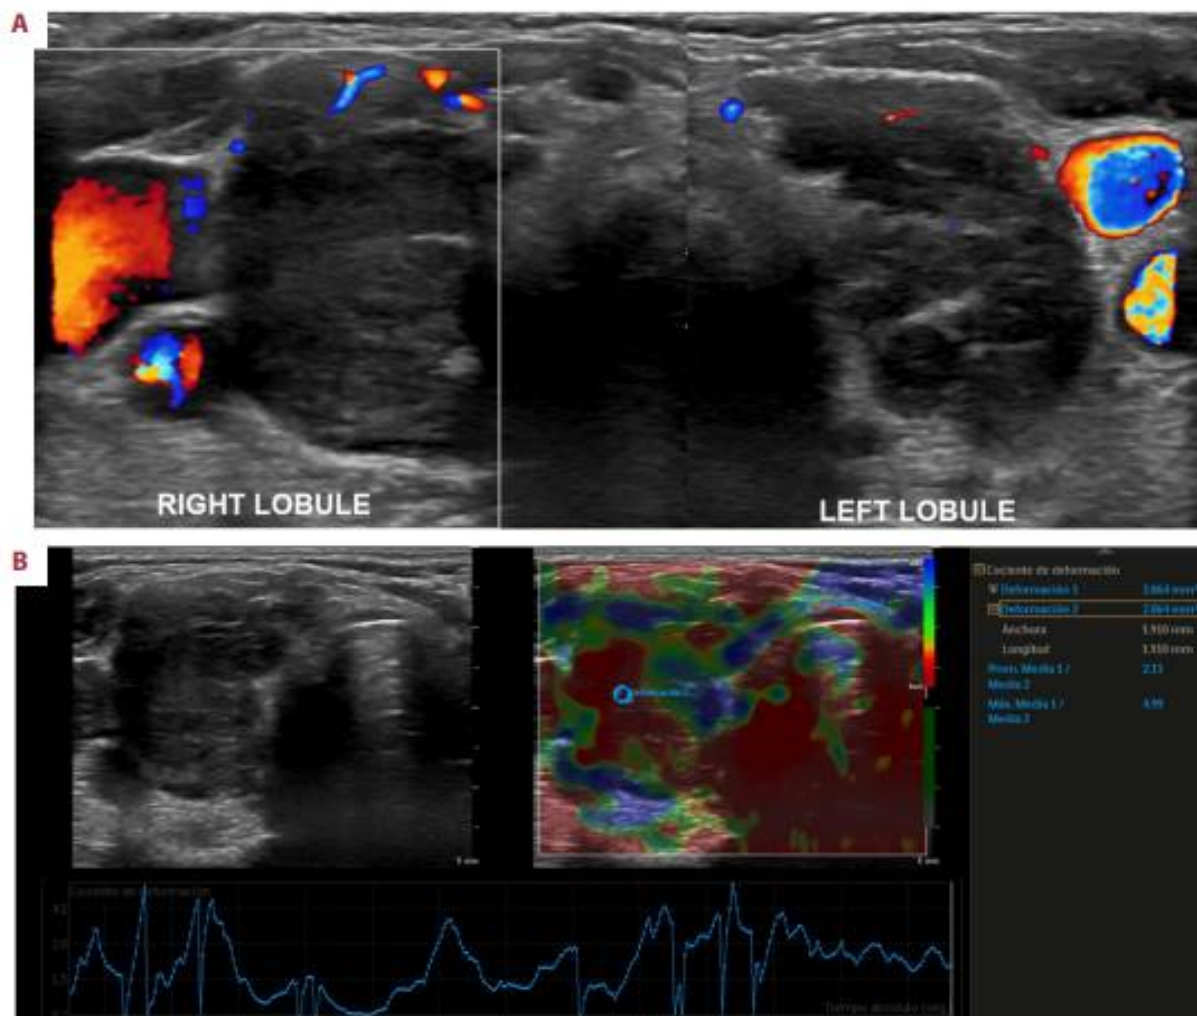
Échographie doppler de la glande thyroïde [141]
